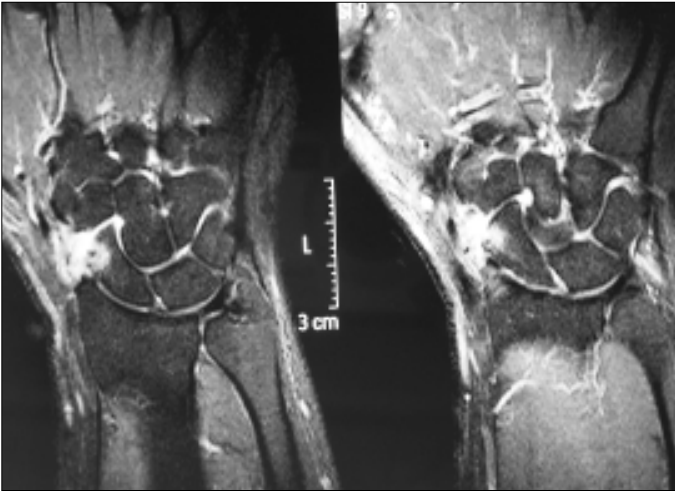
El bileği MRG'sinde skafoid kemikte erken dönem avasküler nekroz düşündürülen ödem ve erozyon.
